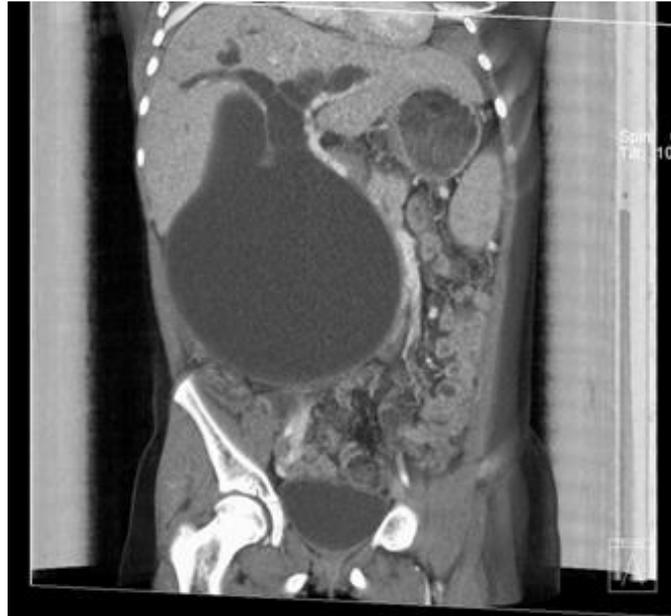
TAC VRT Corte Coronal Abdomen
